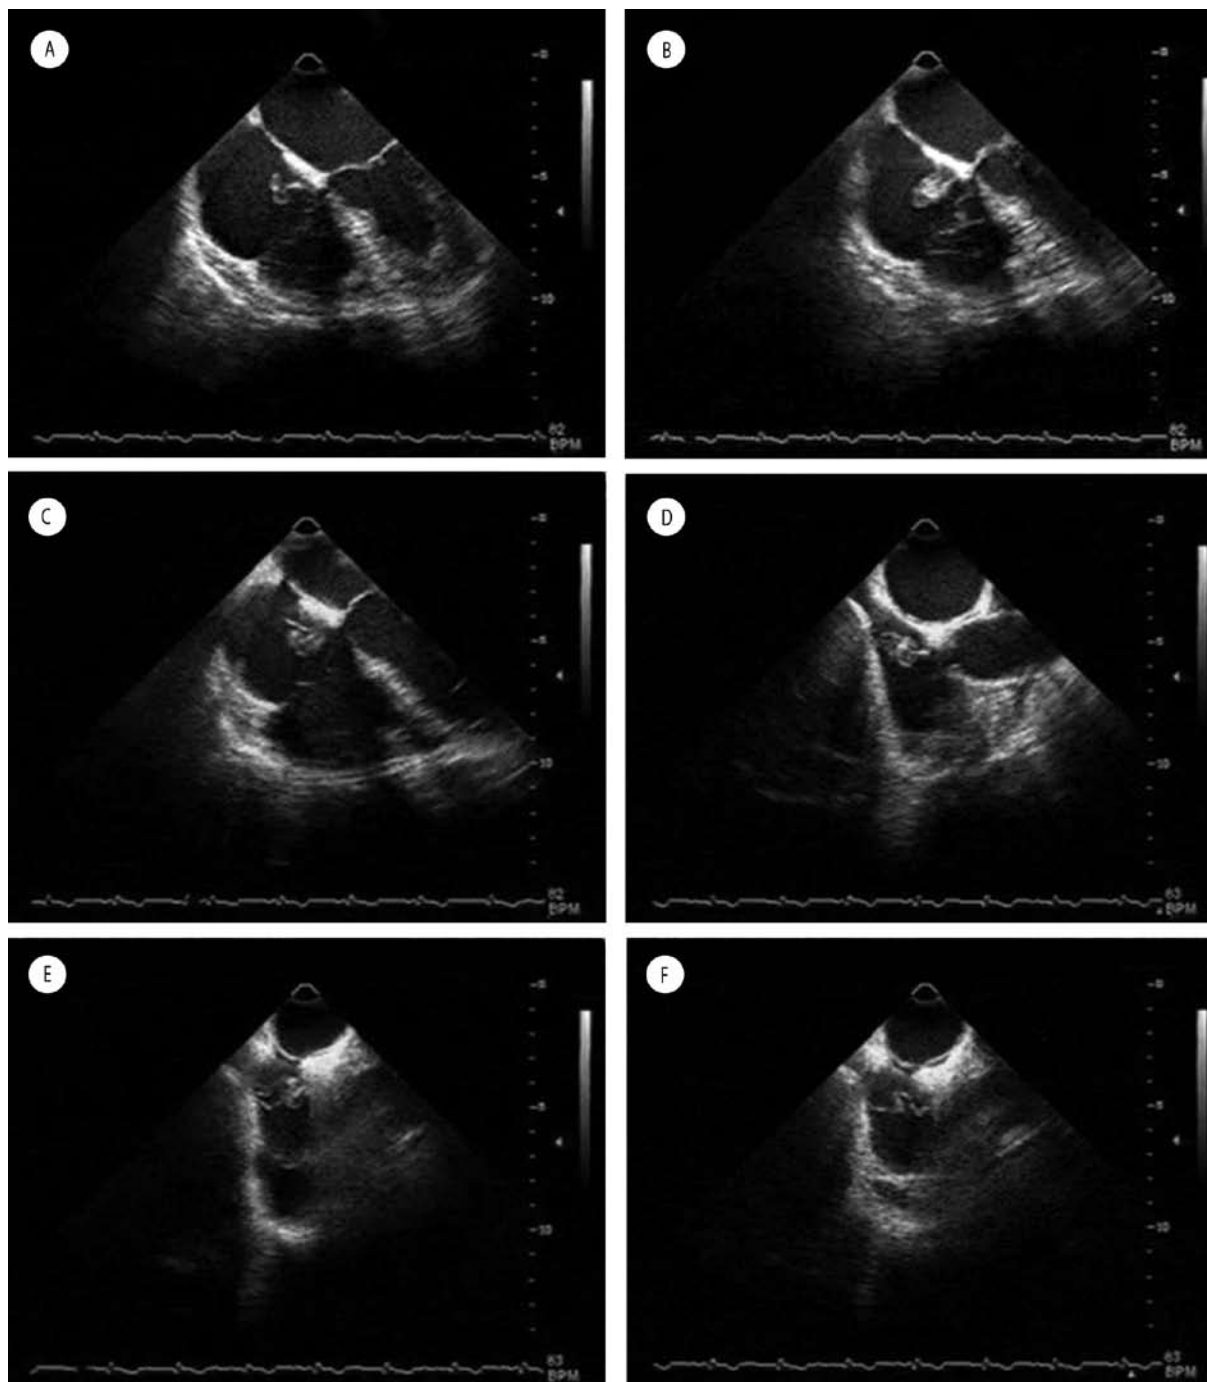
Ecocardiograma transesofágico. A,B y C. Vista de 4 cámaras en la que se observa masa adherida al septum interatrial, de bordes y aspecto heterogéneo, incluso quístico. En D,E y F la misma masa en vistas en eje corto a nivel del tabique interatrial.
